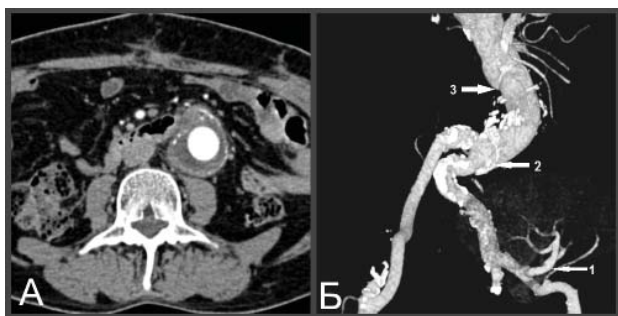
Послеоперационная компьютерная томографическая ангиография. А – аксиальная проекция. Б – 3D-реконструкция: проходимость почечной артерии (1); дистальный анастомоз (2); проксимальный анастомоз (3)
